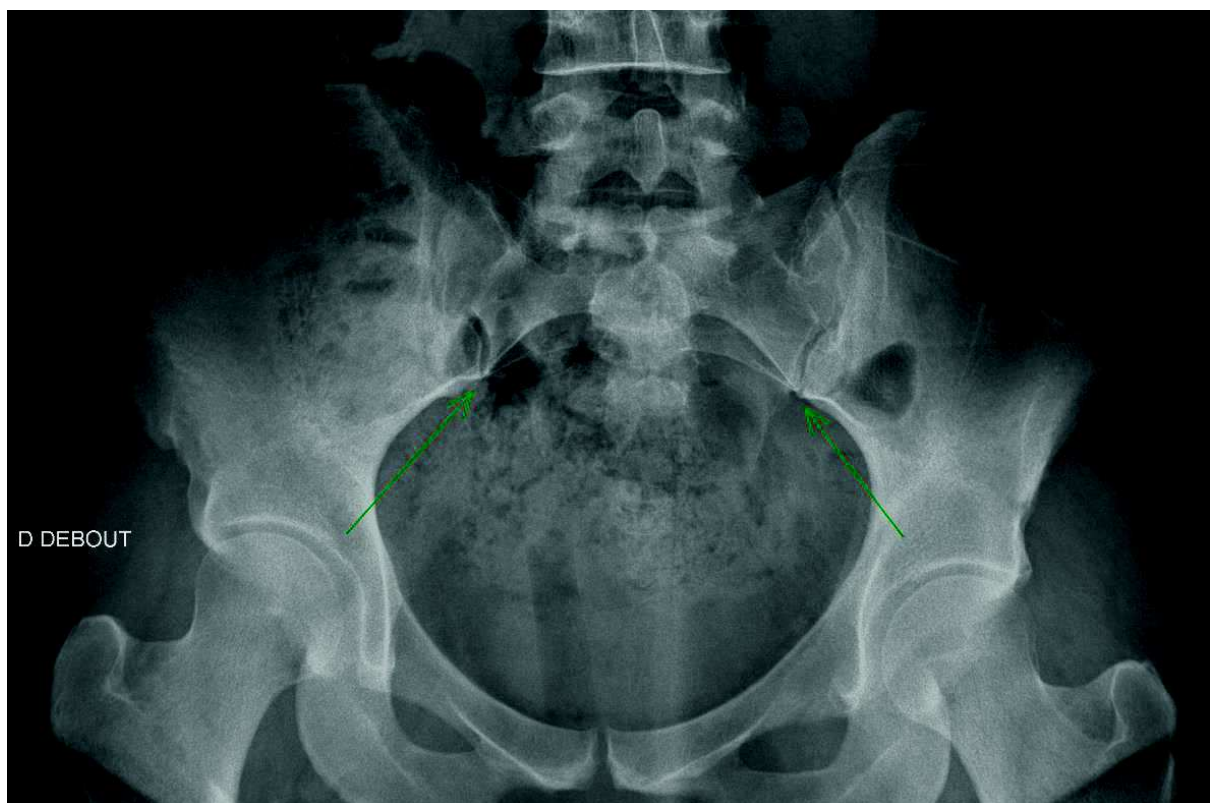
Radiographie standard de bassin de face. Les flèches vertes montrent la zone « antéro-moyenne » des articulations S-I
